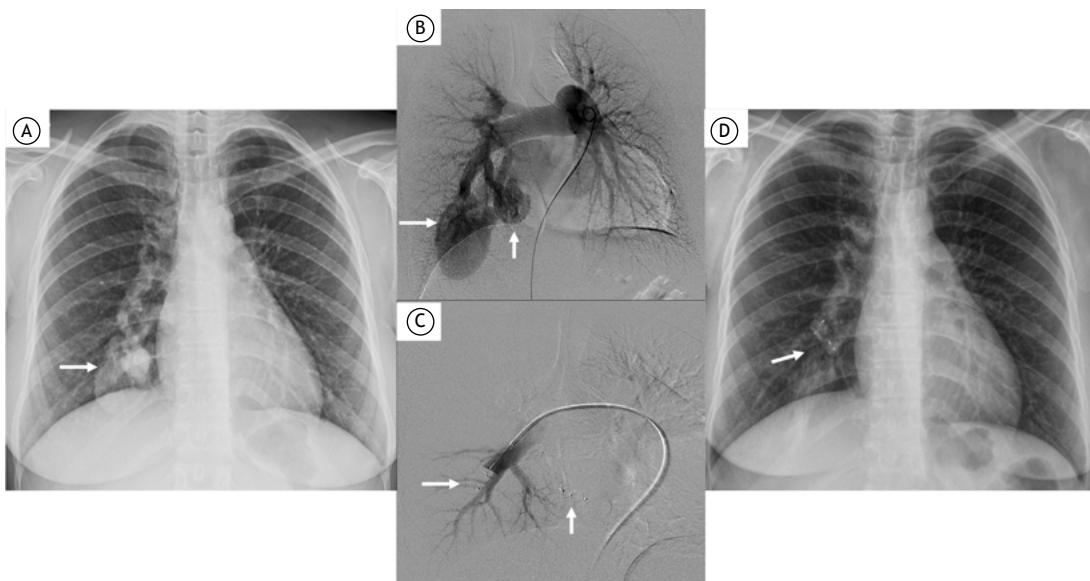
Em A, radiografia de tórax mostrando malformações arteriovenosas pulmonares (seta branca) antes da embolização. Em B, localização das malformações por angiografia pulmonar (setas brancas). Em C, embolização com plugues vasculares Amplatzer (setas brancas). Em D, radiografia de tórax após a embolização (seta branca).
